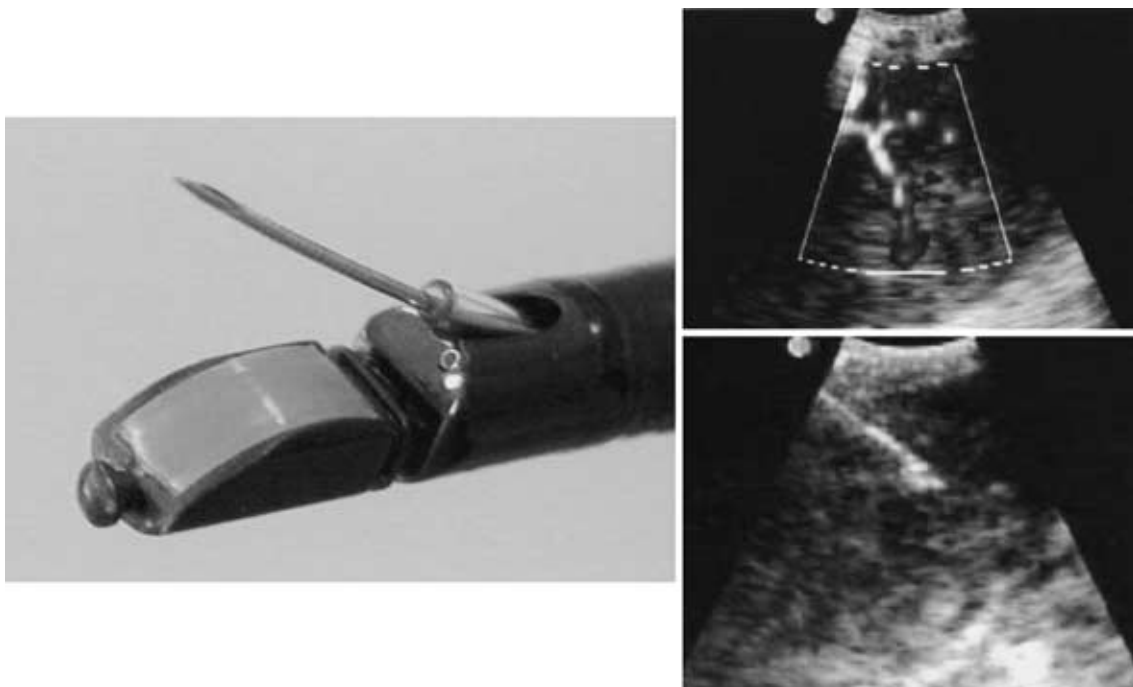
Convex scan ultrasonography: XBF-UC40P can allow observation of tumor vessel flow and US guided aspiration cytology.
